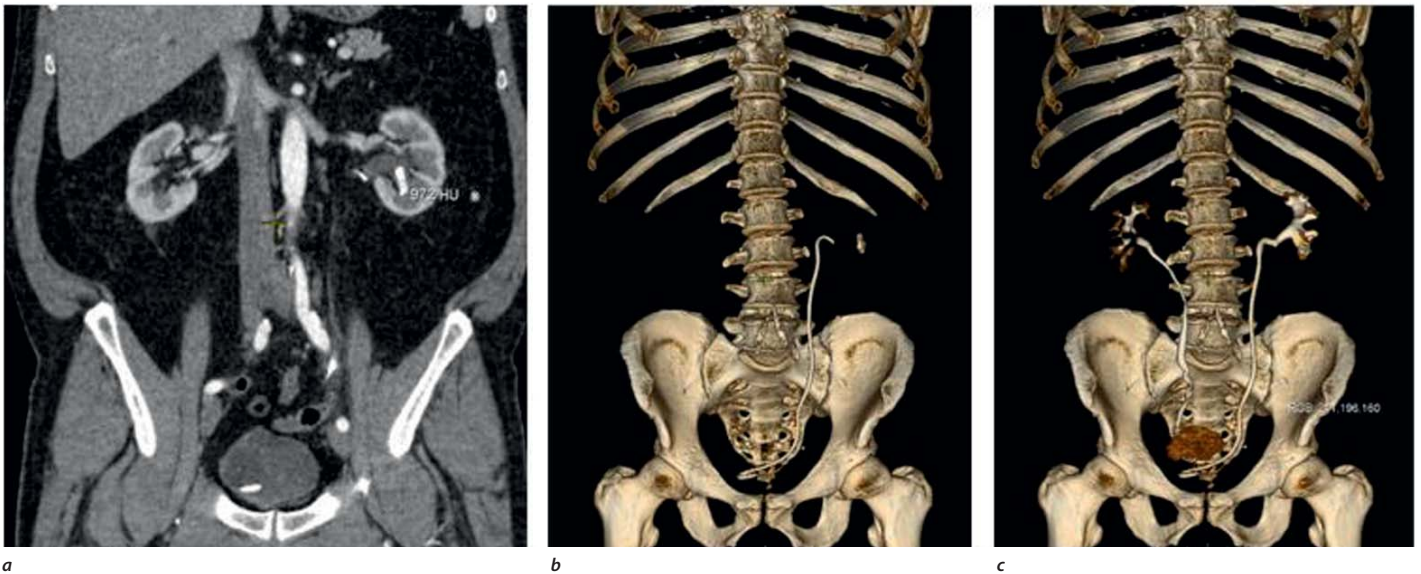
Нативная компьютерная томография (а) и 3D-реконструкция (b, c)
